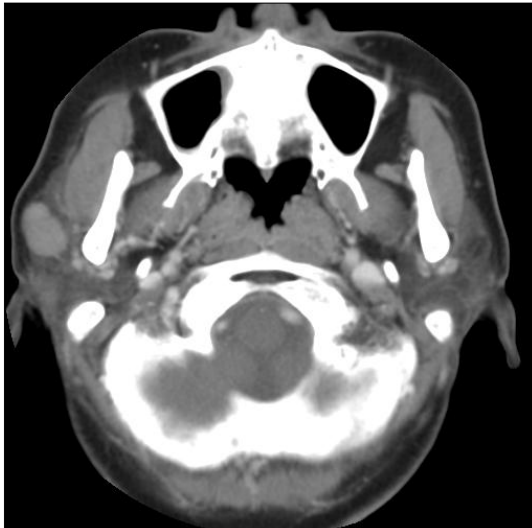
Preoperative enhanced neck CT scan axial view. It shows well-defined margin ovoid mass with homogeneous attenuation.
